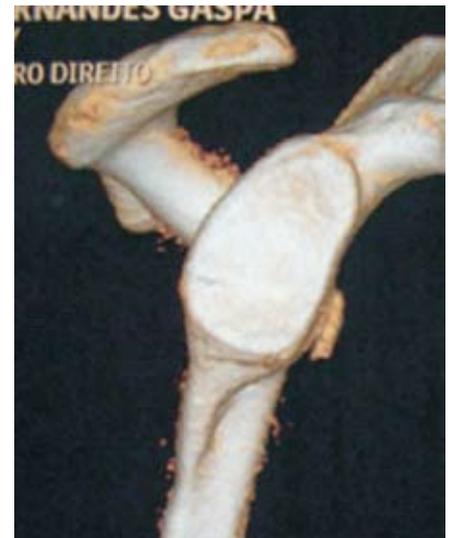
A determinação da perda óssea da glenoide nas lesões de Bankart é de fundamental importância e a TC pode com precisão quantificar essa perda.
